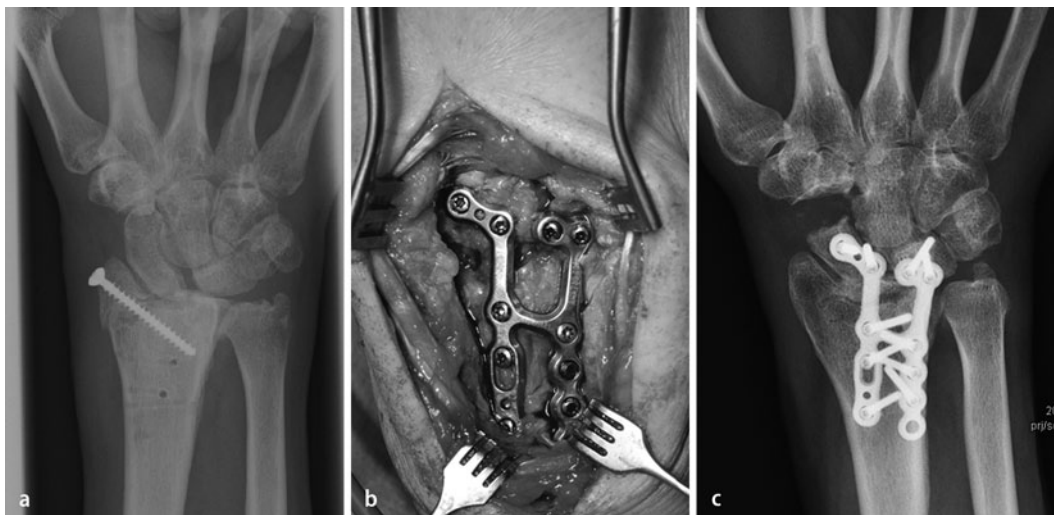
◀ a Radiokarpale Arthrose nach Radiusfraktur mit intraartikulärer Stufenbildung, b intraoperative Positionierung der Spezialplatte multidirektional winkelstabil zur RSL-Fusion (Medartis, Basel), c postoperativer Röntgenbefund, RSL radioskapholunär
